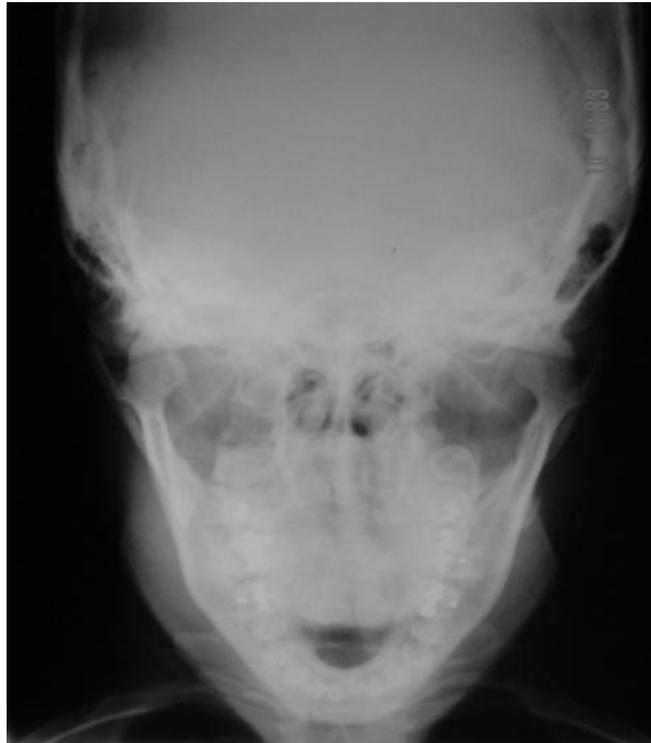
Imagen de una radiografía posteroanterior de cráneo towne-reverse. Tomado de los archivo de pacientes del Postgrado de Cirugía Bucal. U.C.V, 2002.
